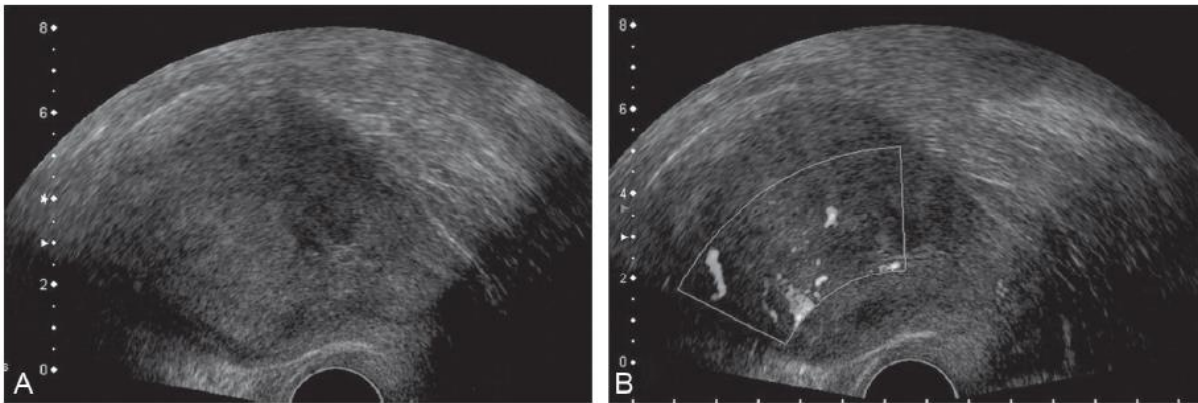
Images sagittales d'une échographie endovaginale en mode B (a) et avec Doppler énergie (b) montrant un très net épaissement de l'endomètre de plus de 4 mm chez une patiente ménopausée avec hypervascularisation modérée en Doppler énergie.(94)
